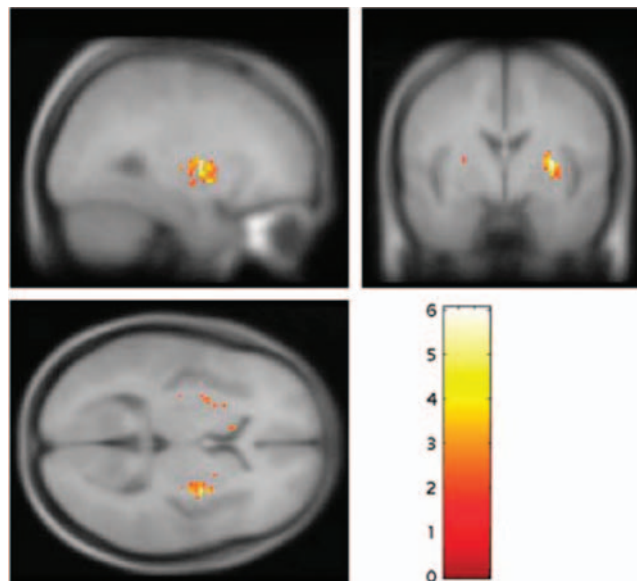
ПЭТ-картина прогрессирующего усиления способности к синтезу дофамина в сенсомоторном отделе полосатого тела у пациентов с продромальными симптомами, у которых развился психоз к моменту второго сканирования. Howes O. и соавт., 2011
